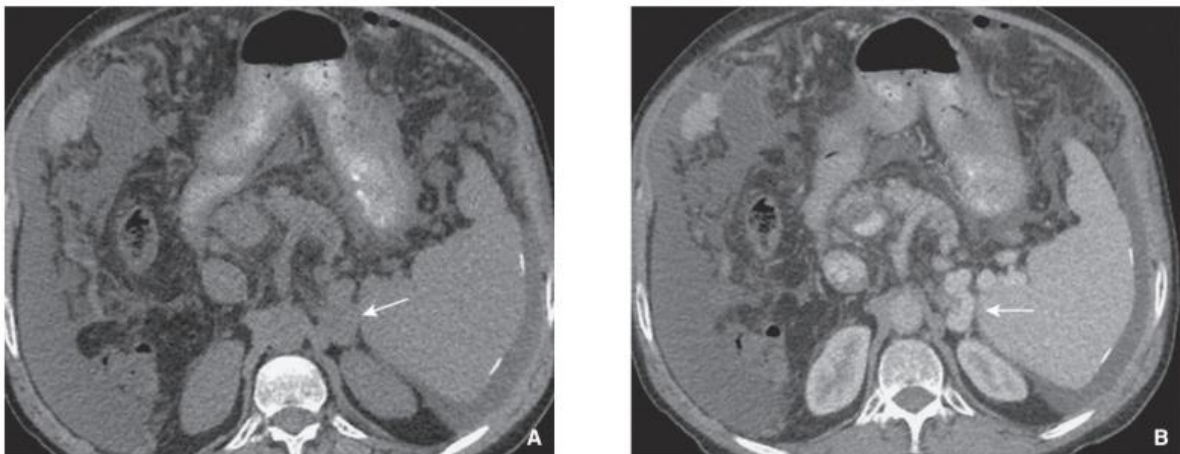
A. Coupe axiale en TDM sans injection de produit de contraste montrant une lésion nodulaire de la loge surrenalienne (flèche). B. Après injection de produit de contraste, la prise de contraste intense permet de rétablir le diagnostic de cette veine du pilier gauche du diaphragme dilatée, dans le cadre d'un syndrome d'hypertension portale sur cirrhose (flèche). [29]
